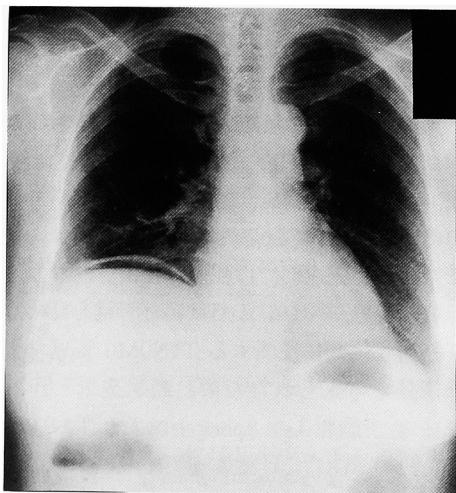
Chest radiograph reveals subphrenic free air. Decubitus film shows air-fluid level in the lateral area of the ascending colon.
